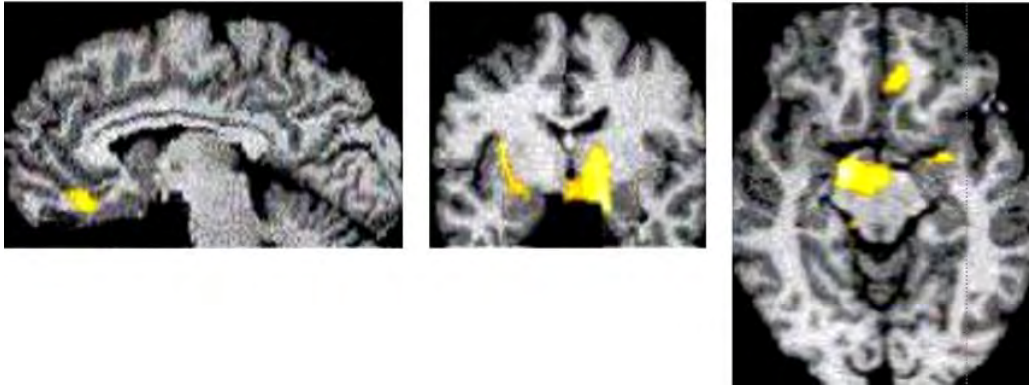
Issue de l'étude de Garcia Larrea et al 1999 : Représentation sur une coupe d'IRM de l'augmentation du flux sanguin de certaines régions cérébrales (thalamus, cortex cingulaire antérieur, tronc cérébral, insula) lors d'une stimulation du cortex moteur
